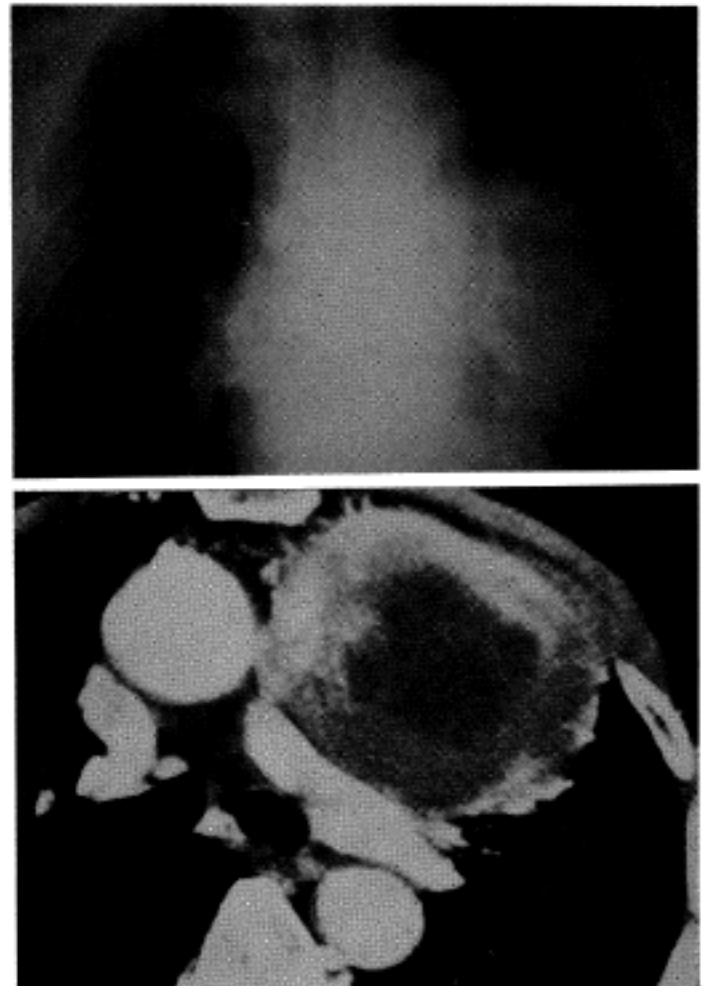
Simple chest radiography (upper) reveals a huge mediastinal mass with relatively sharp demarcation. Chest computerized tomography (lower) shows the mass with central low density area. There is no evidence of adjacent organ invasion.
